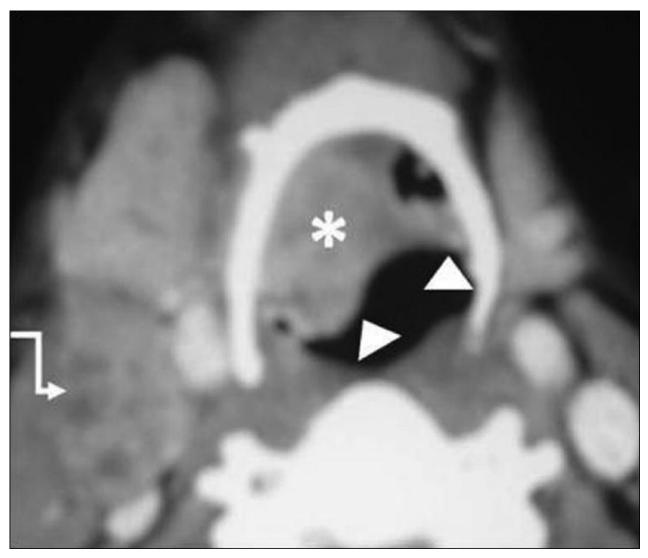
Supraglottic SCC - epiglottis. Axial contrast CT image in another patient shows the epiglottic mass (arrowheads) filling the right vallecula (white asterisk). Enlarged necrotic deep cervical node level II on the right side (elbow arrow)
